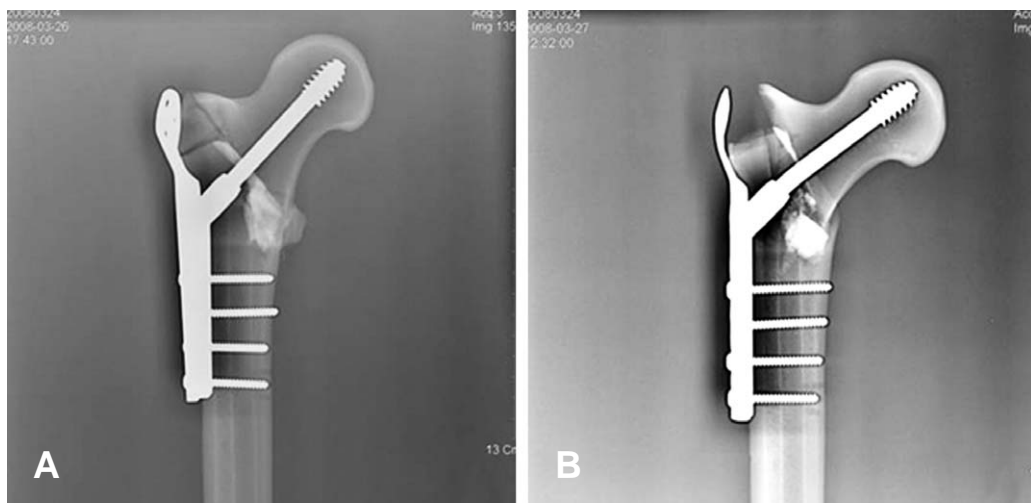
Biomechanical study of group 2(TSP group). (A) Anteroposterior radiographs of the bone-plate complex before Instron loading. (B) Anteroposterior radiographs of the bone-plate complex after Instron loading.
